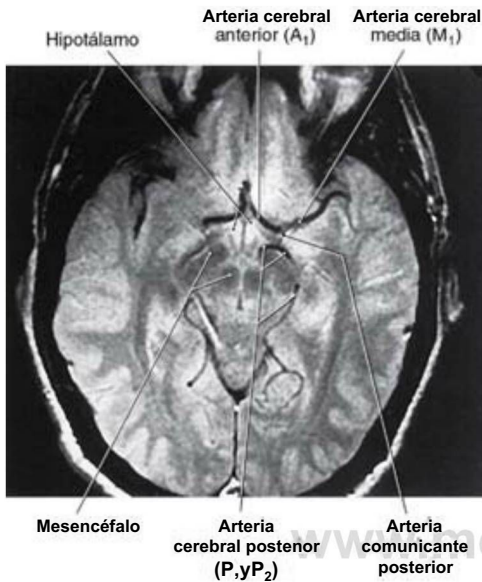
Imagen axial de resonancia magnética obtenida de la cara anterior (ventral) de los hemisferios que muestra muchos de los vasos que forman el polígono de Willis (compárese con las figs. 8-4 y 8-11).
